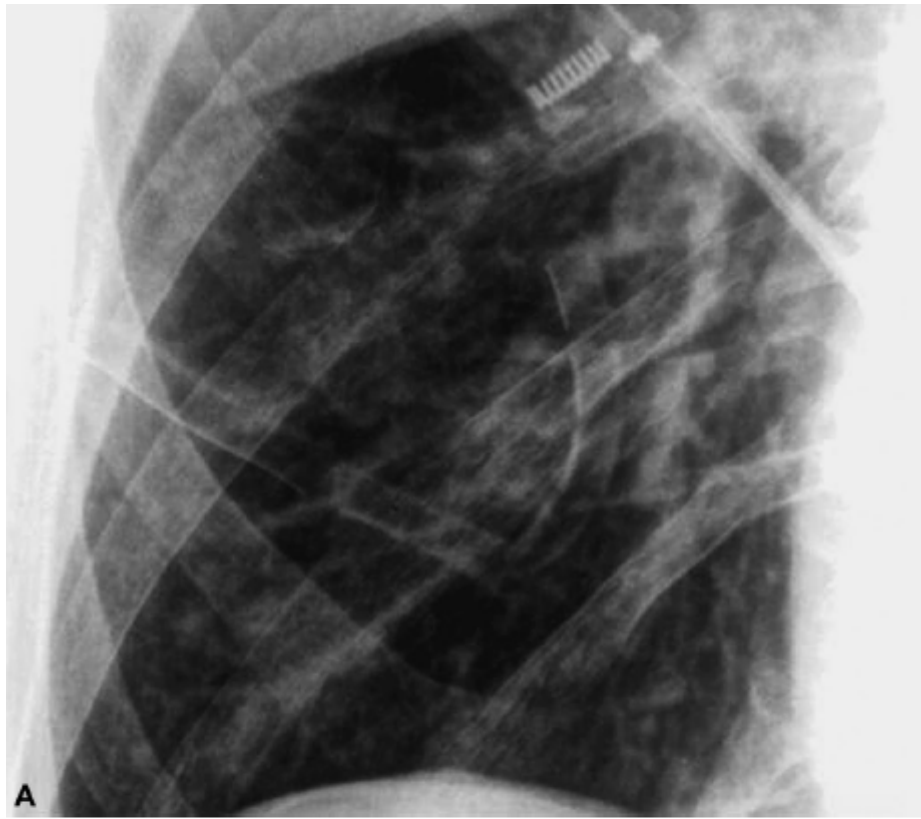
A e B. Detalhe do hemitórax esquerdo com o dreno dobrado na cavidade torácica. Tomografia computadorizada de tórax evidenciou a presença do dreno no parênquima pulmonar com pneumotórax.
